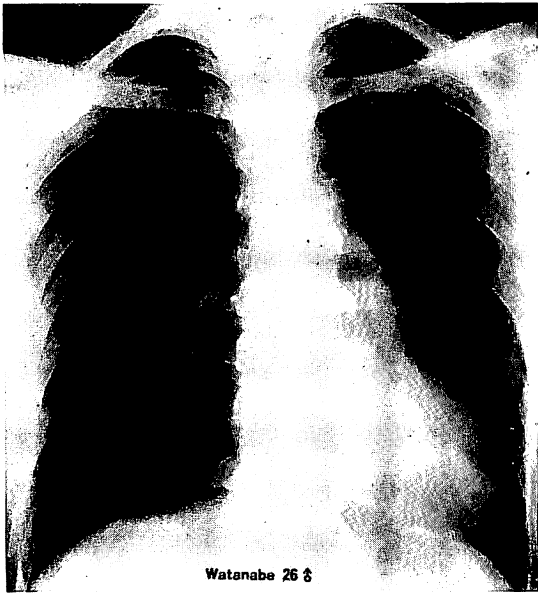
Posteroanterior chest roentgenogram.
